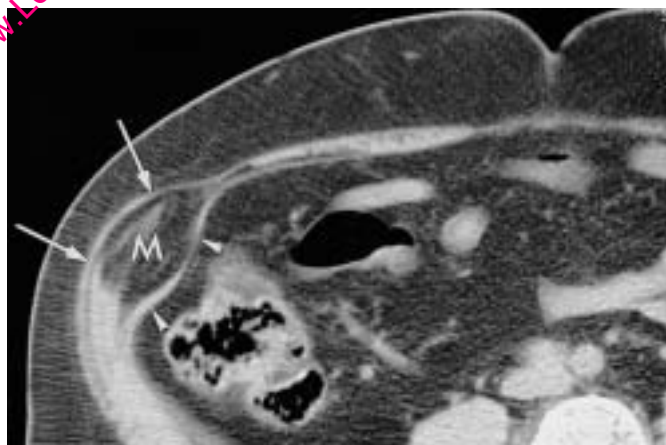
Essaimage d'un trajet de ponction d'un cancer pancréatique : aspect TDM.
